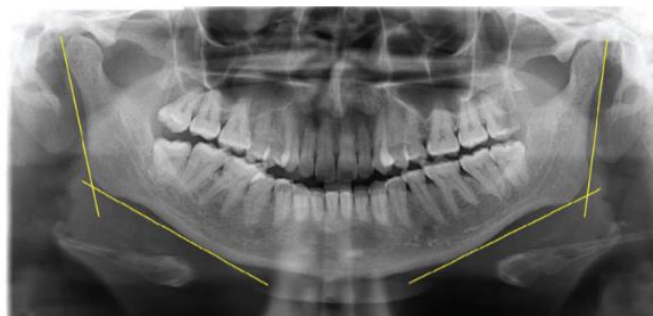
Construcción del ángulo goniaco en radiografía panorámica
